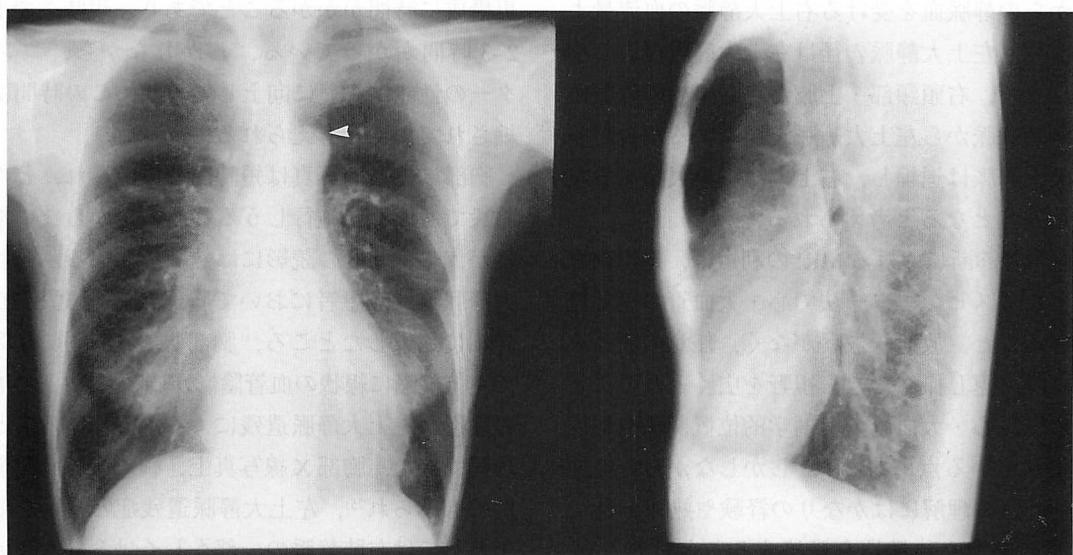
Chest radiographs of persistent left superior vena cava
